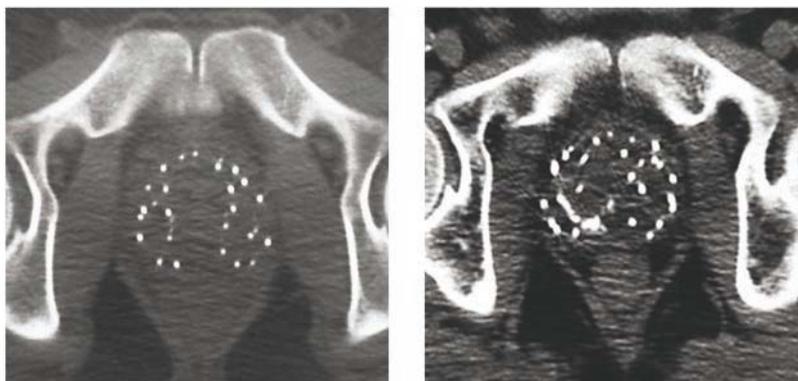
Algunos problemas con la utilización de TC para delimitar el volumen prostático. En la imagen de la izquierda se observa la falta de resolución de los tejidos blandos periprostáticos. En la imagen de la derecha se observan los artefactos producidos por la presencia de una gran calcificación intraprostática con la misma densidad de las semillas.
